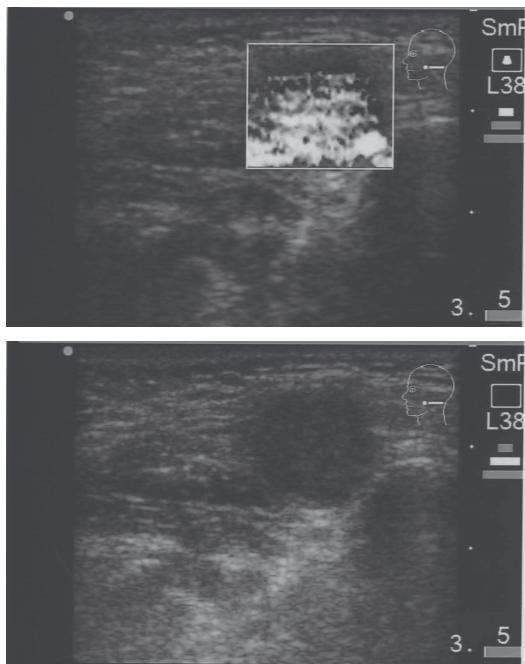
初診時の超音波検査、およびドップラー像
